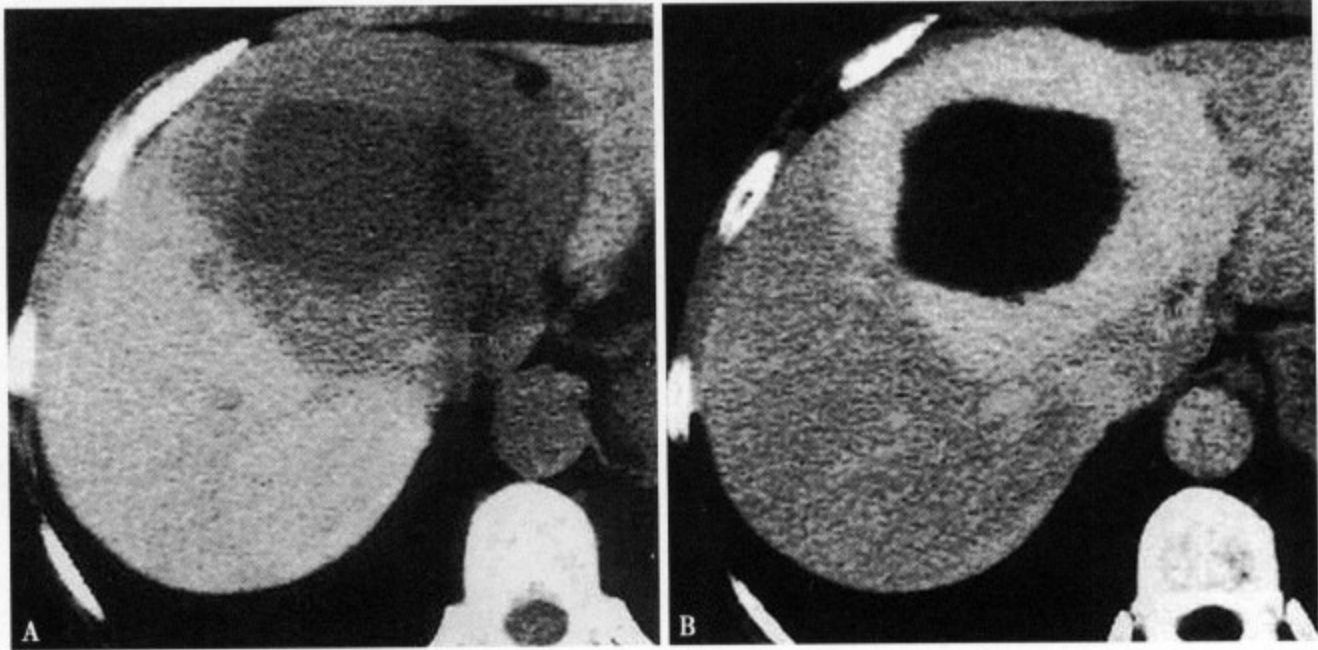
CT 平扫 (A) 肝左叶显示一多边形低密度区, 周边 1~3cm 环形中等密度带, 低于正常肝实质; 注入对比剂后 5 分钟延迟 CT 扫描 (B), 见中心类多边形低密度区无强化, 周边示 1~3cm 环状多边形明显强化带
